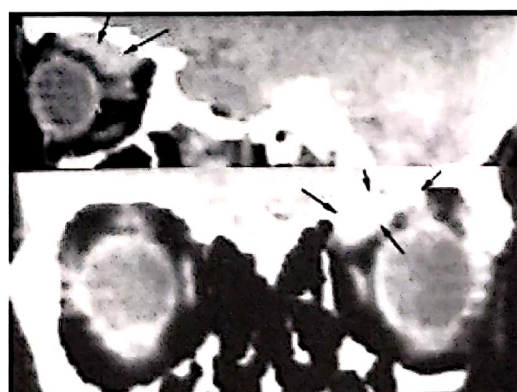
D.N., 38 ani. CT-scan reconstrucție 2D plan sagital și coronal. Pseudotumoră inflamatorie.
